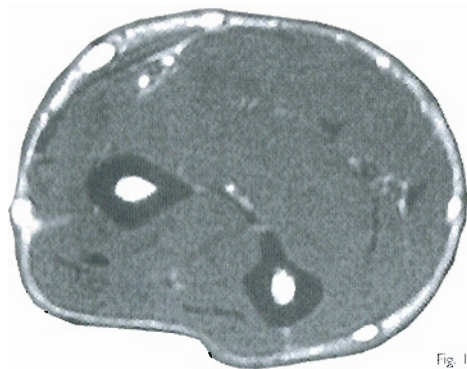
• Corte transversal del antebrazo que pasa por la unión de los tercios superior y medio (lado derecho, segmento superior del corte) (v. pág. 258) y corte correspondiente de RM in vivo.
